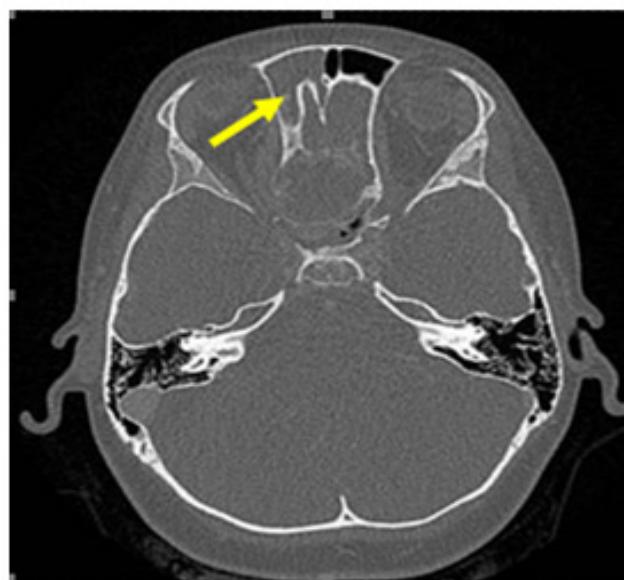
КТ-сканы околоносовых пазух пациента Я.
